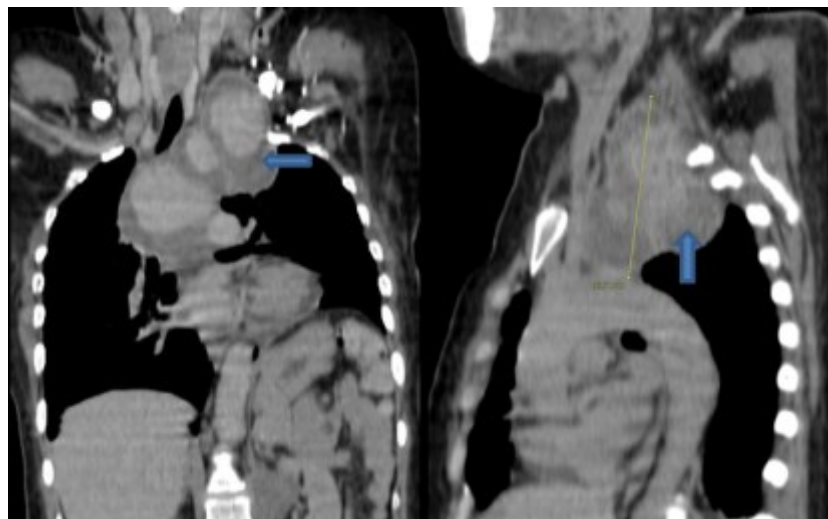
TDM reconstruction coronale et sagittale montrant l'anévrisme thrombosé de la crosse aortique à extension cervicale gauche (flèches).
